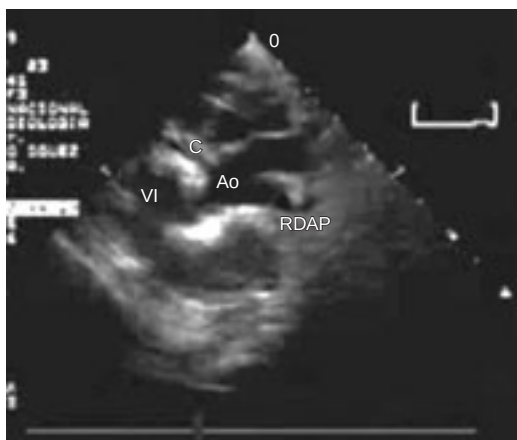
Ecocardiograma bidimensional en proyección paraesternal eje largo. Se observa la aorta y un vaso, la arteria pulmonar derecha, emerge de su porción ascendente. VI: ventrículo izquierdo, C: coronaria; Ao: Aorta; RDAP: rama derecha de la arteria pulmonar.
